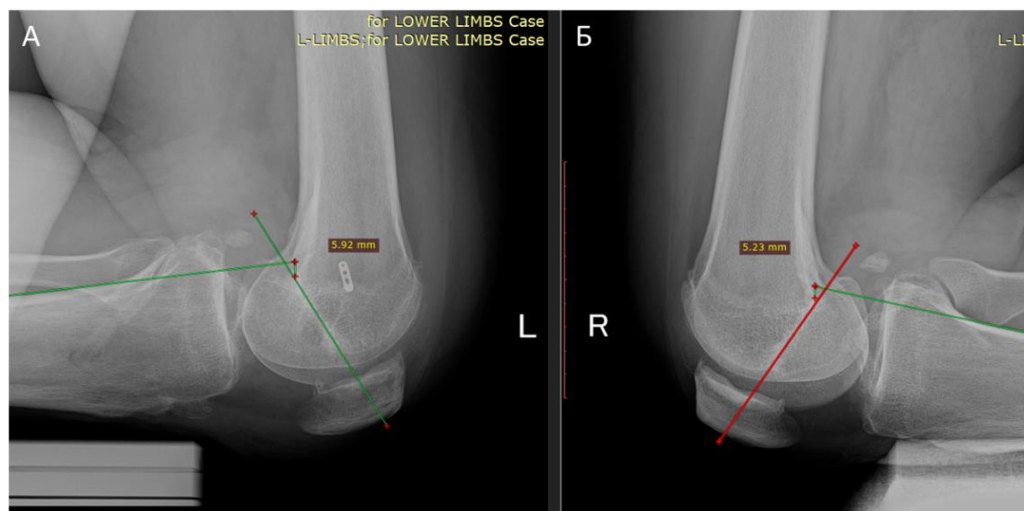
Стресс-рентгенограммы обоих КС в боковой проекции через 6 месяцев после хирургического лечения (А (L). левый КС, Б (R). правый КС)
